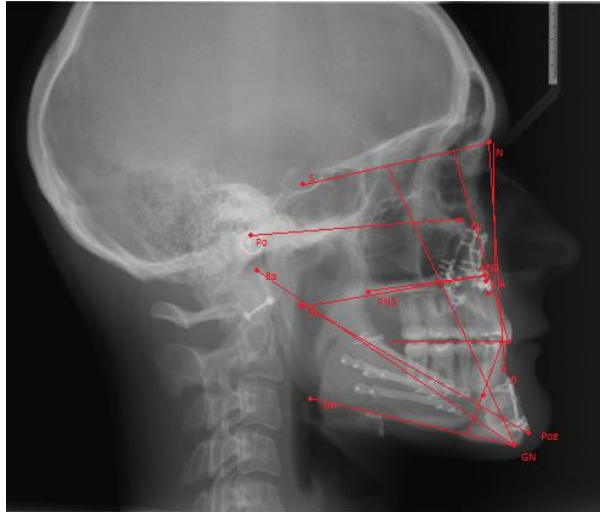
Рисунок Б24 - Цефалометрический анализ телерентгенограммы в боковой проекции пациента С. после лечения
